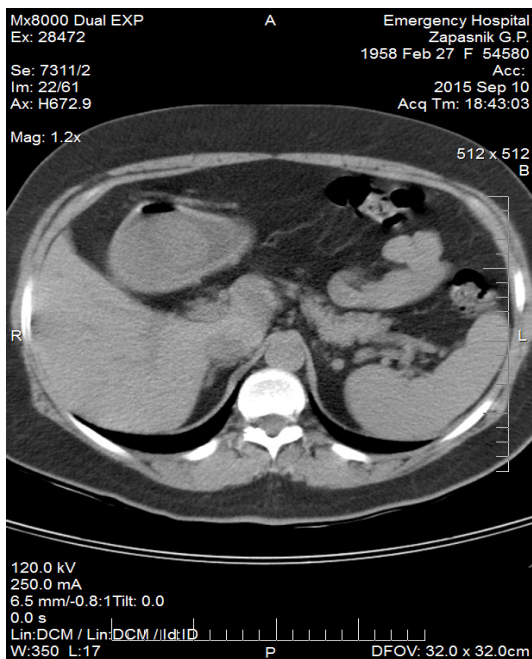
Компьютерная томограмма органов брюшной полости. Объемное образование, исходящее из стенки желудка
